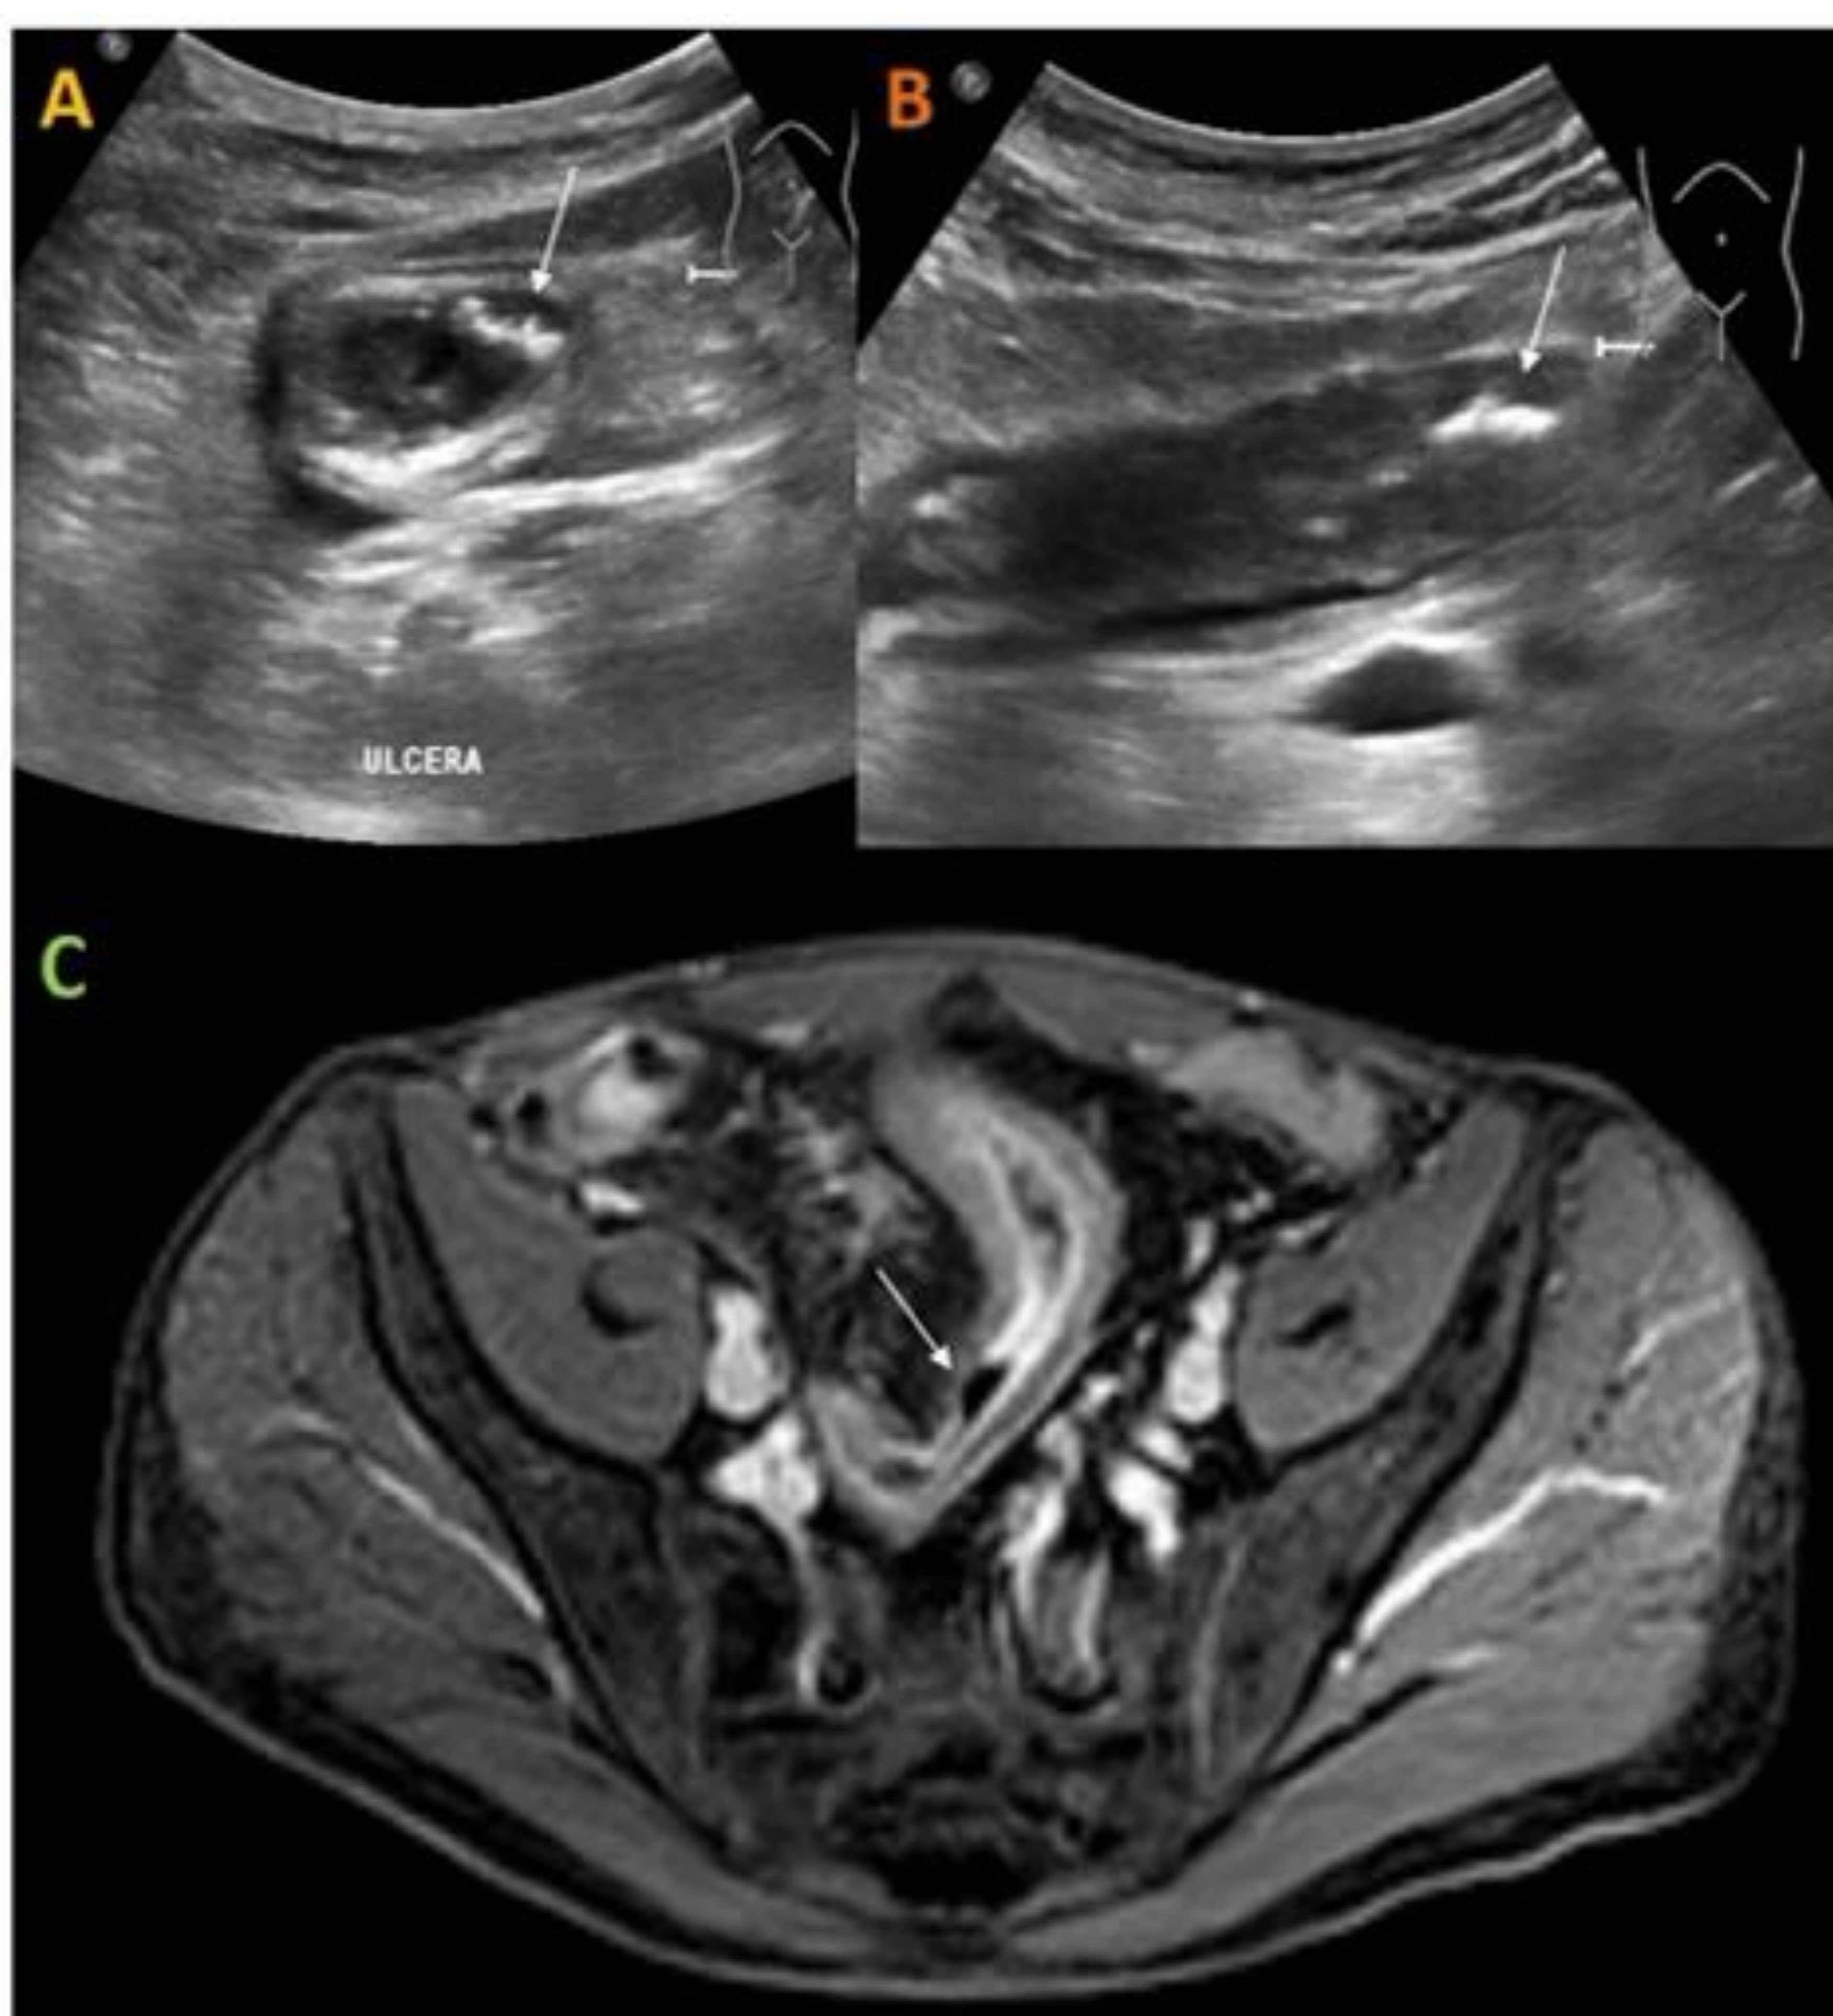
Ulceraciones profundas: Cortes axial (A) y longitudinal (B) en ecografía sin CIV que muestran la presencia de gas (artefacto por reverberación señalado con flechas blancas) en el espesor de un asa de íleon, sugestivo de ulceración profunda. Se confirmó posteriormente en estudio de RM, T1 con supresión grasa y CIV (flecha blanca en C).
